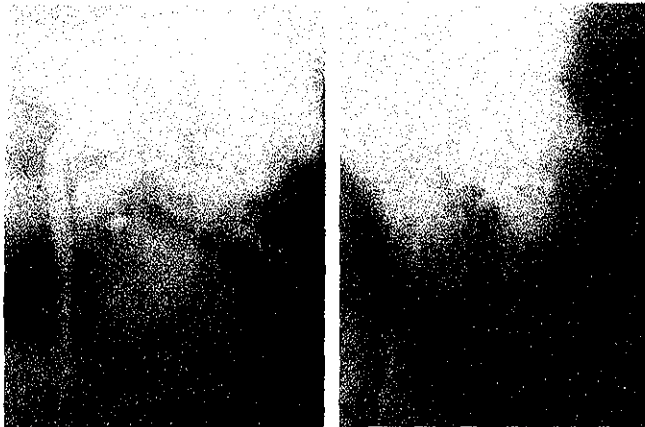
Izquierda. Urografía excretora, de una mujer de 20 años con una masa pélvica muestra una pequeña protuberancia de densidad de tejidos blandos que surge del polo inferior del riñón izquierdo (flechas) y simula una masa renal. Derecha, tomografía obtenida después de una segunda inyección de contraste, revela un diminuto, sistema colector, opacificado débilmente, dentro de la protuberancia. Este hallazgo sugiere que la protuberancia representa una unidad renal auxiliar independiente.
